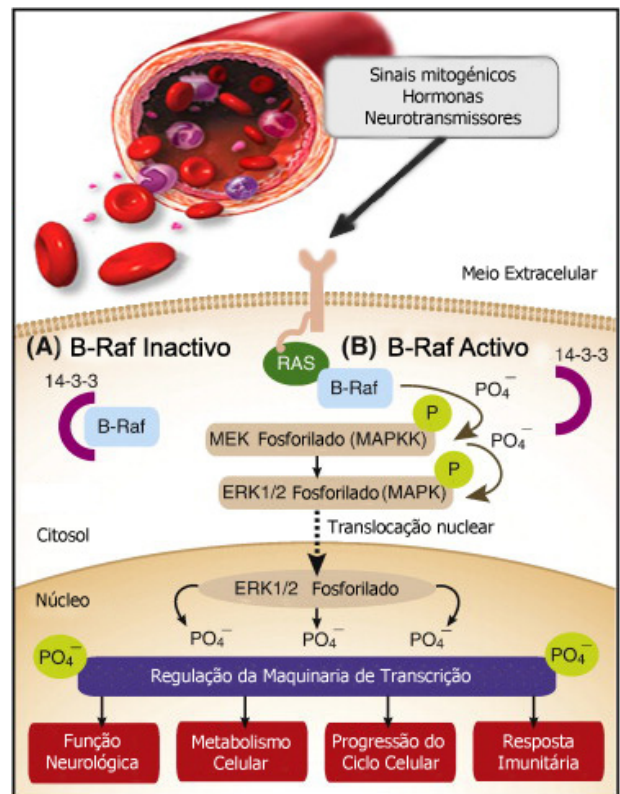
Representação esquemática da via de sinalização MAPK. A sinalização começa no receptor TK, na membrana celular, após estimulação por sinais mitogénicos extracelulares (e.g. factores de crescimento). Quando activado após ligação ao GTP, a proteína RAS interage com a cínase da proteína RAF activando-a, depois de induzir uma alteração conformacional através da desfosforilação dos sítios de ligação do domínio regulador N-terminal, para a proteína 14-3-3 (co-factor para a actividade da RAF cínase), permitindo o seu recrutamento para a membrana plasmática. A BRAF (RAF cínase do tipo B) é a isoforma mais abundante e potente da família RAF nas células foliculares da tireóide. A BRAF activada fosforila e activa duas MEKs (MEK1 e MEK2) e estas, por seu turno, fosforilam e activam as duas ERKs subsequentes. As ERK1/2 (ou MAP cínases) fosforilam proteínas a jusante, muitas das quais são cínases, levando em última consequência a alterações na expressão de vários genes no núcleo, envolvidos na proliferação celular, sobrevivência e carcinogénese. Adaptado de Nucera C. *et al*, 2009⁵
